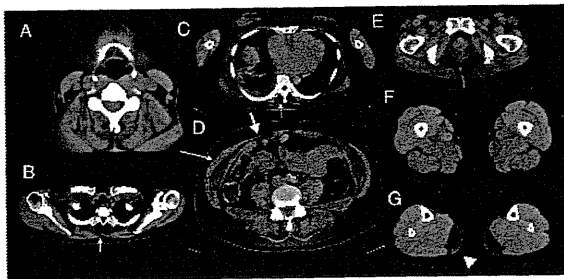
Limb and abdominal computed tomography shows bilateral fatty displacement of the rectus abdominis (short, thick arrow), abdominal obliques (long, thin arrow), paravertebral (short, thin arrow), and gastrocnemius (arrow head) muscles. Slices are at the levels of thyroid cartilage (A), acromion (B), mid-thoracic (C), hypogastrium (D), pubic symphysis (E), mid-thigh (F), and upper third of the leg (G), respectively.
